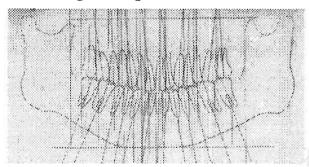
Trazado Radiografía Panorámica conforme a lo que se defiende en la tesis
